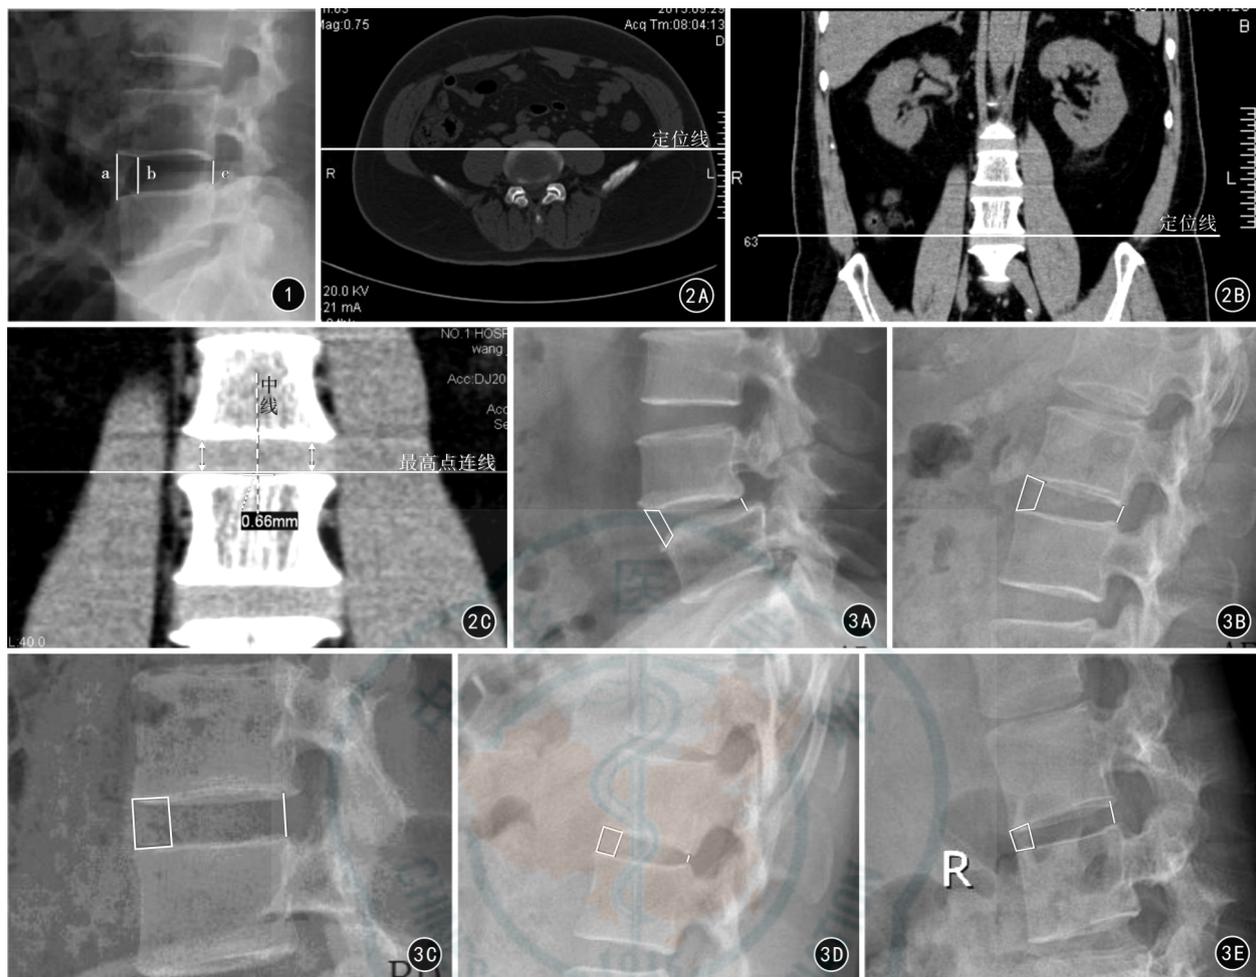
腰椎失稳症患者侧位 X 线影像测量腰推间隙参数 a: 椎间隙前缘高度, 为相邻两椎体前缘点间的直线距离; b: 椎间盘状小凹前端高度, 为椎间盘状小凹两前缘点间的直线距离; c: 椎间隙后缘高度, 为相邻椎体两后缘点间直线距离 图 2 测量方法 2A 将 Philips Dicom Viewer 软件的定位线工具定位于椎体横断面 CT 影像 2B 与 2A 相对应的椎体冠状面 CT 影像 2C 在椎体冠状面影像上做中心线, 取椎体两侧最高点 (双头箭) 做连线, 测量椎体中心线与椎体接触点至椎体两侧最高点连线的垂直距离 图 3 腰椎失稳症病变椎间隙 X 线测量分型 3A AD 型 3B AE 型 3C BD 型 3D BE 型 3E CD 型
